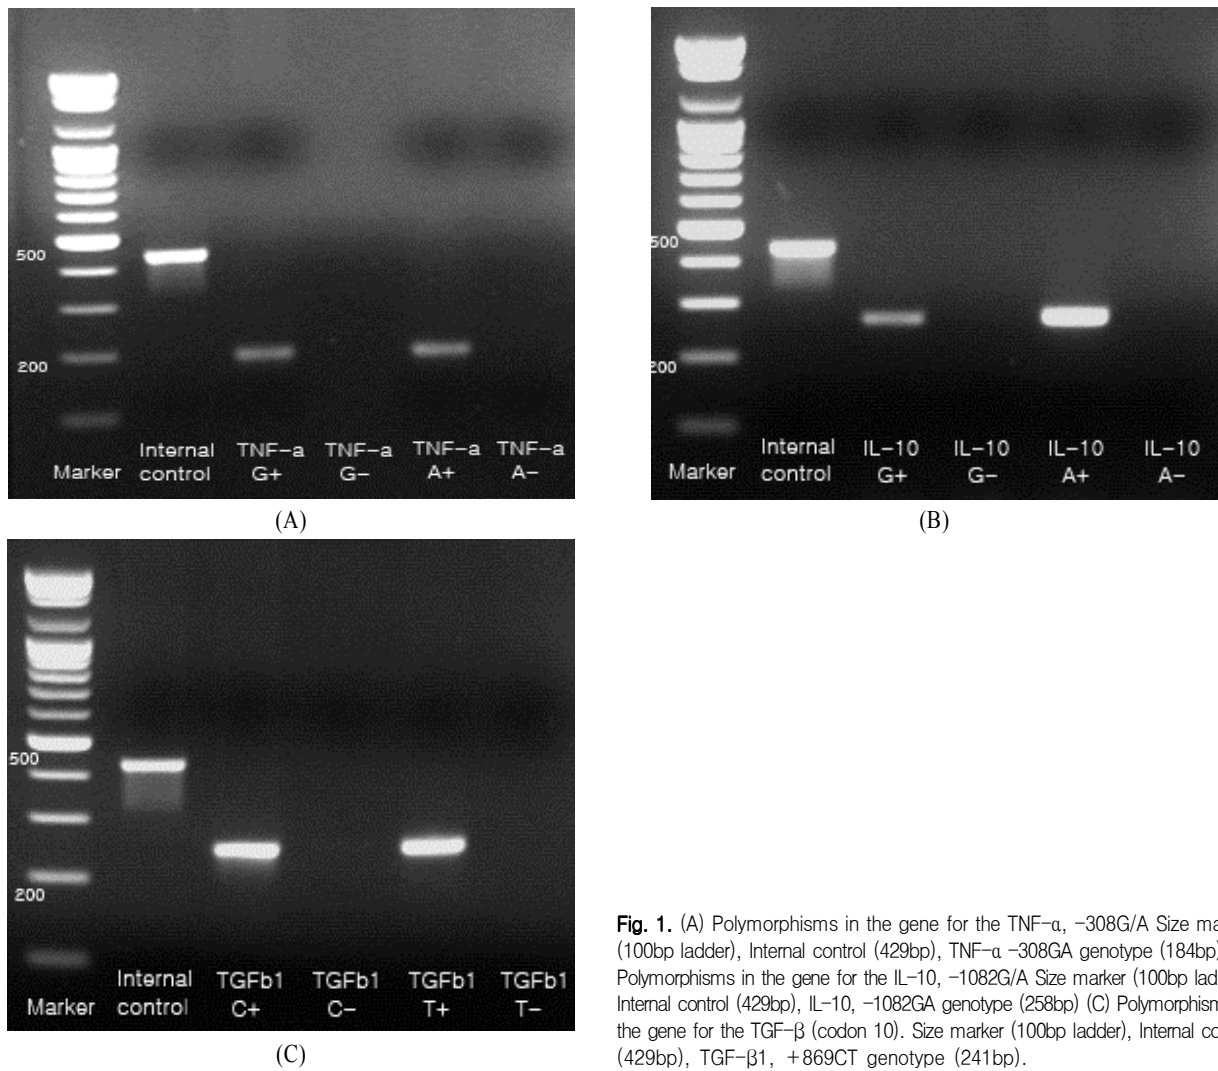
(A) Polymorphisms in the gene for the TNF- α , -308G/A Size marker (100bp ladder), Internal control (429bp), TNF- α -308GA genotype (184bp) (B) Polymorphisms in the gene for the IL-10, -1082G/A Size marker (100bp ladder), Internal control (429bp), IL-10, -1082GA genotype (258bp) (C) Polymorphisms in the gene for the TGF- β (codon 10). Size marker (100bp ladder), Internal control (429bp), TGF- β 1, +869CT genotype (241bp).
